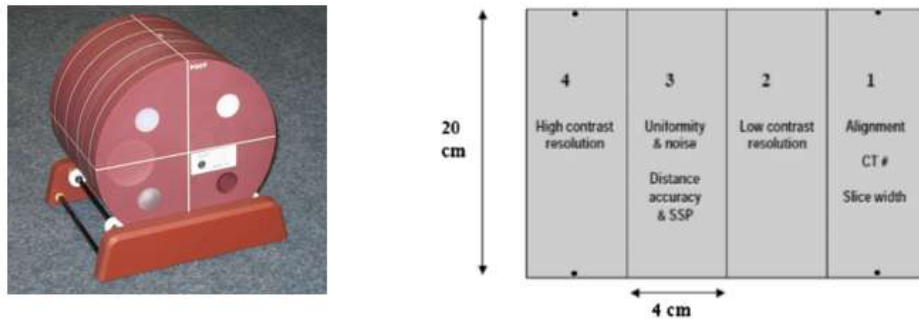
GAMMEX ACR CT 464
